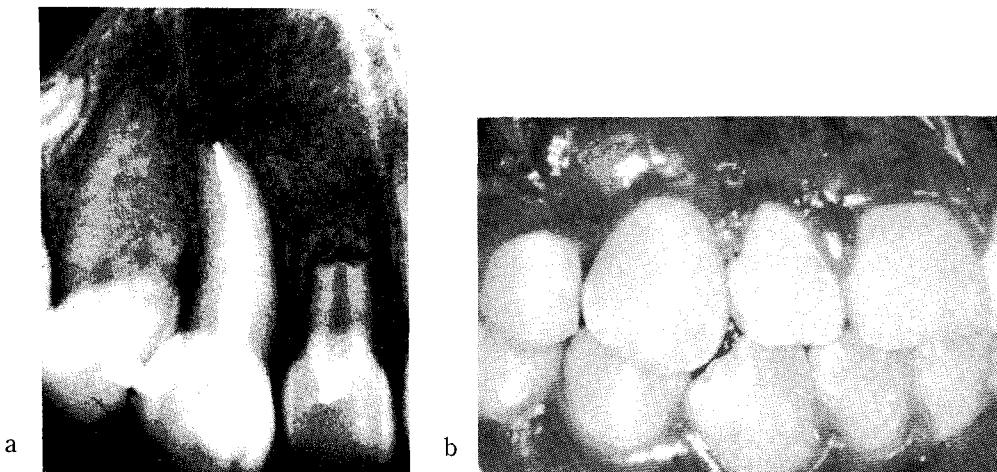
a. Intraoral radiograph of 6 months after operation.
